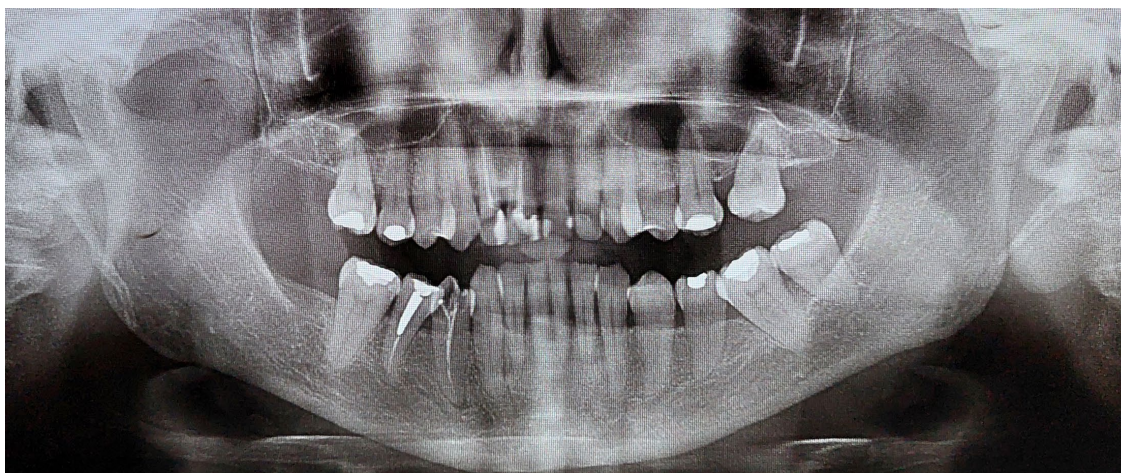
Radiografía panorámica donde se observan imágenes radiopacas por detrás de las ramas ascendentes mandibulares.
